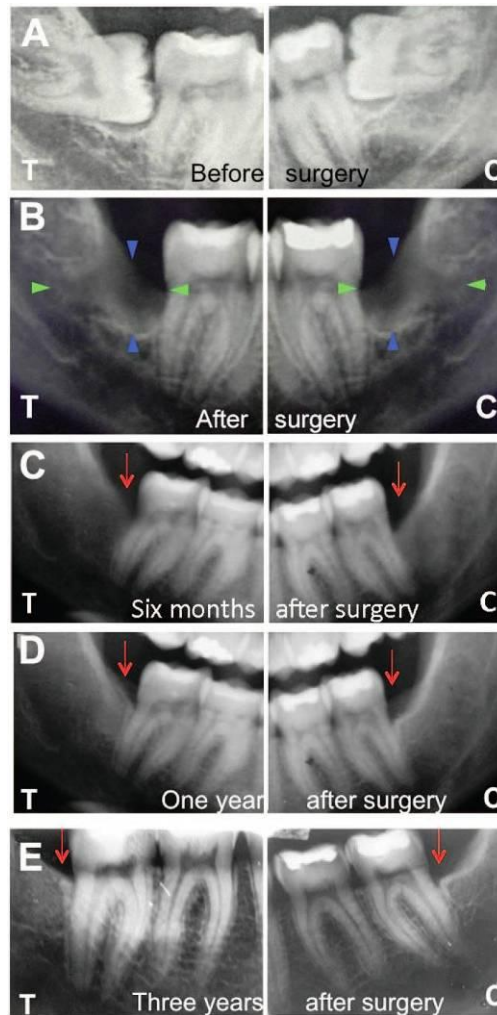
Radiographies des sites T (test) et C (contrôle) chez un patient avant et après extraction des dents de sagesse mandibulaires.
